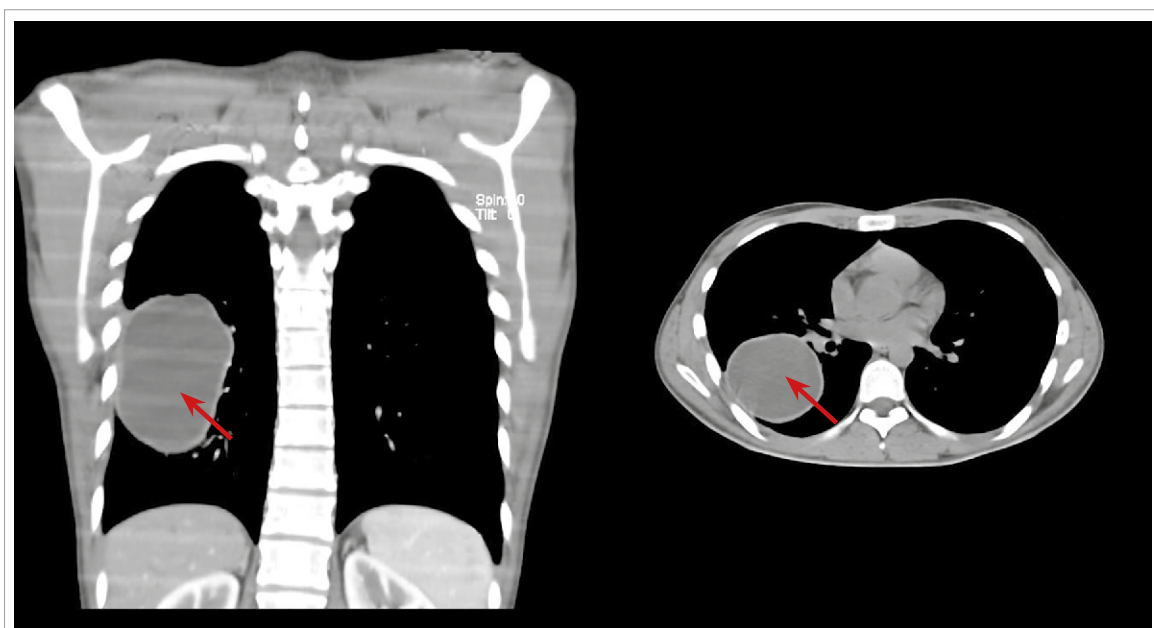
TC de tórax corte coronal y transversal que muestra quiste hidatídico en pulmón derecho.
